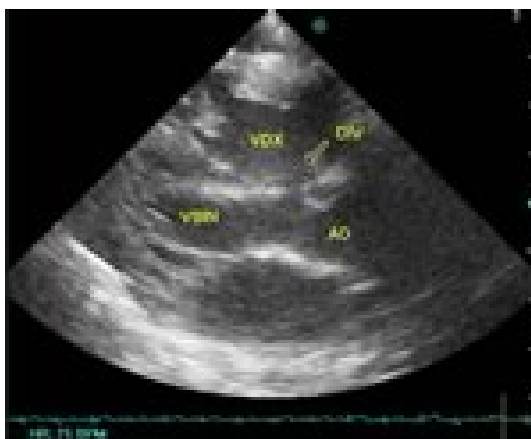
Ecocardiografia: DIV sotto-aortico. ingrandisci (66 Kb)
